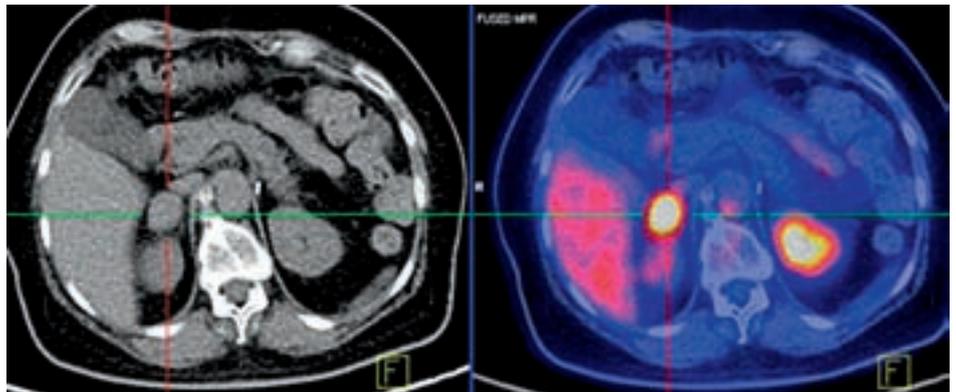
c: Zusätzlich ist auf den PET/CT-Fusionsbildern eine Nebennierenmetastase zu erkennen (jeweils im Fadenkreuz).
